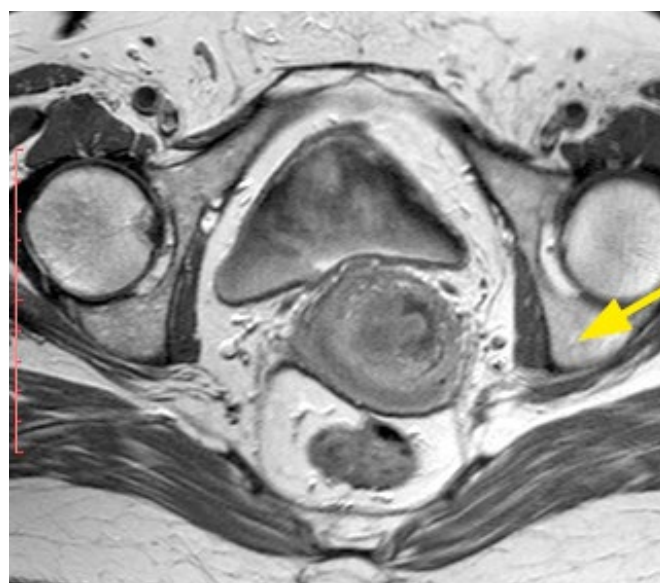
МРТ органов малого таза до лечения. Новообразование шейки матки.
